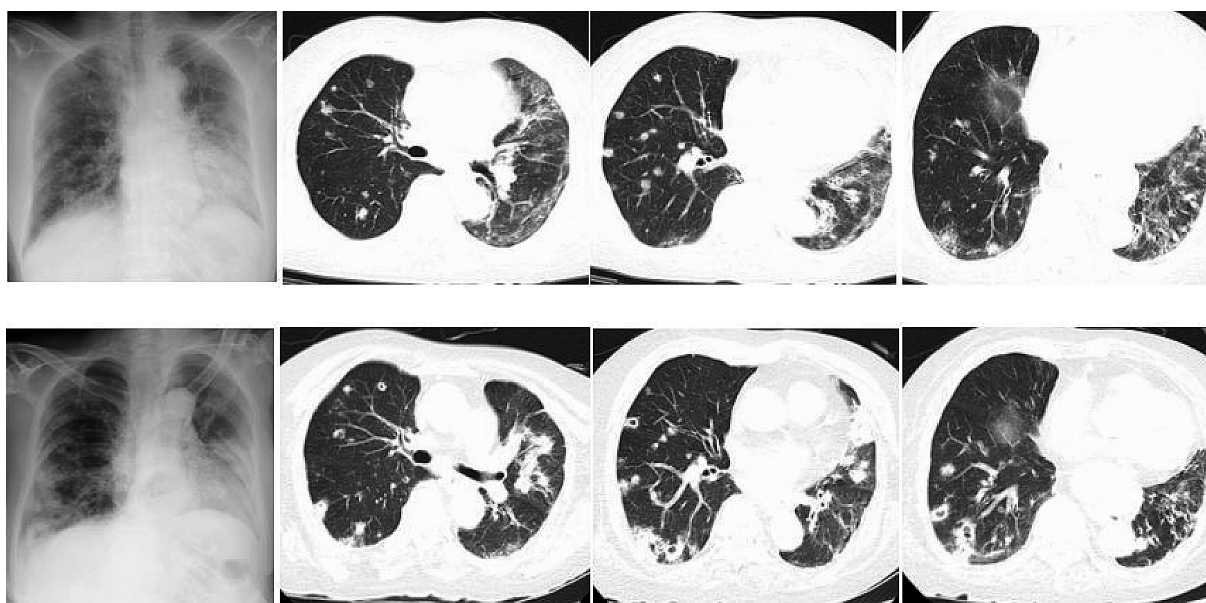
Serial examinations of chest X-ray and computed tomography (Patient 2)
